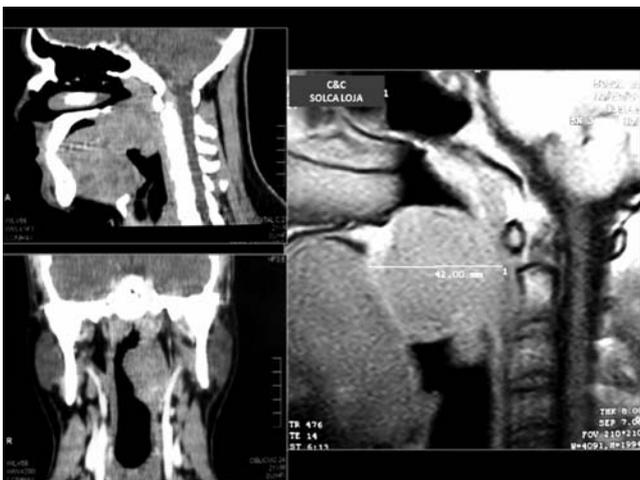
RM y TAC de la lesión tumoral originada en paladar blando extendiéndose hasta la pared posterior y superior de la faringe.
